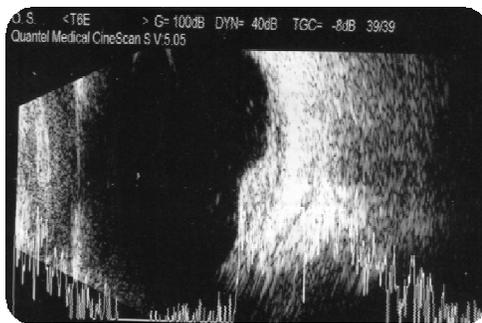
ECOGRAFÍA OJO IZQUIERDO. Se muestra una lesión de 6.5 mm de base y 3.3 mm de altura.
